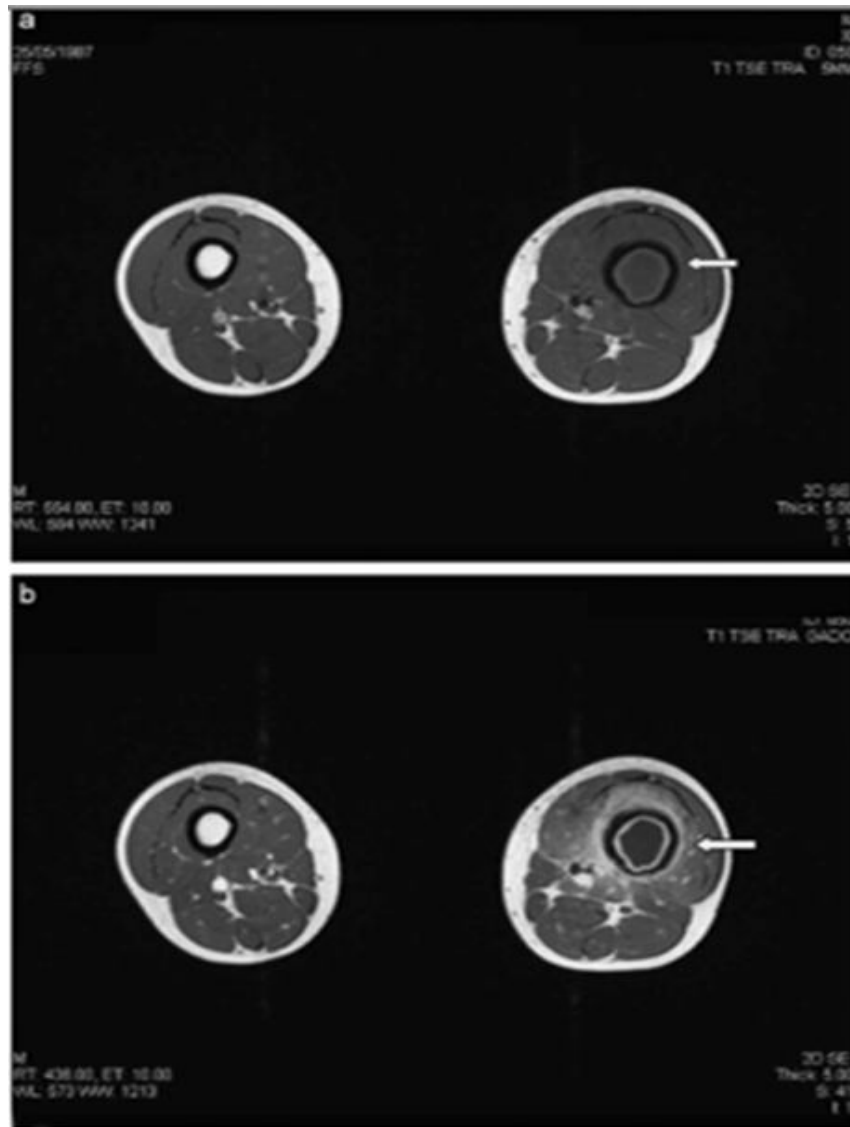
Ostéite chronique. Clichés d'IRM.
